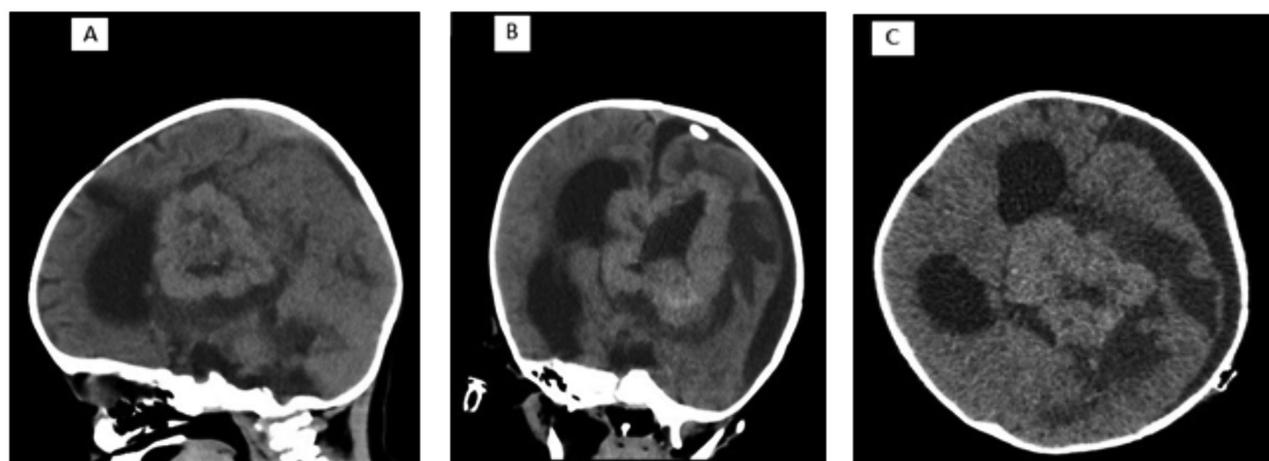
КТ контроль через 28 дней после операции. А - сагитальный срез, В - фронтальный срез, С - аксиальный срез
